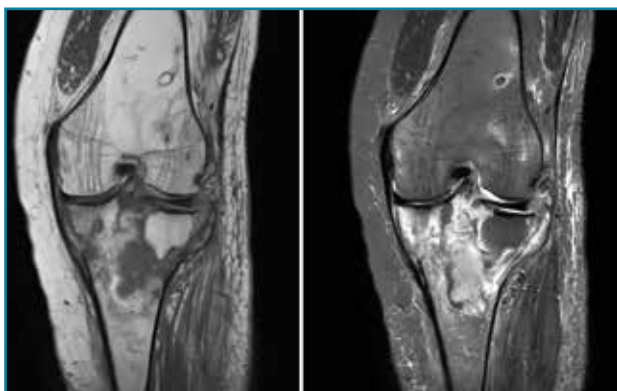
Corte de secuencia coronal T1 y STIR de resonancia magnética de rodilla: masa metafisaria tibial con fractura sobreañadida en la epífisis tibial proximal.
